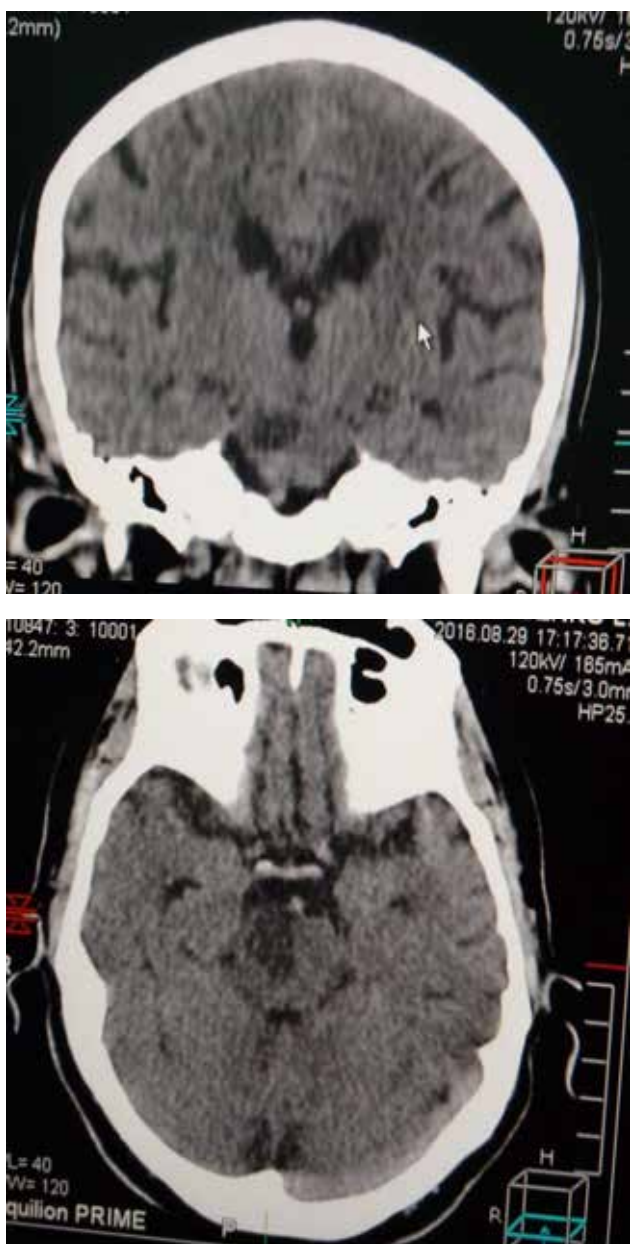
КТ головного мозга пациента К. D<S, расширены.
